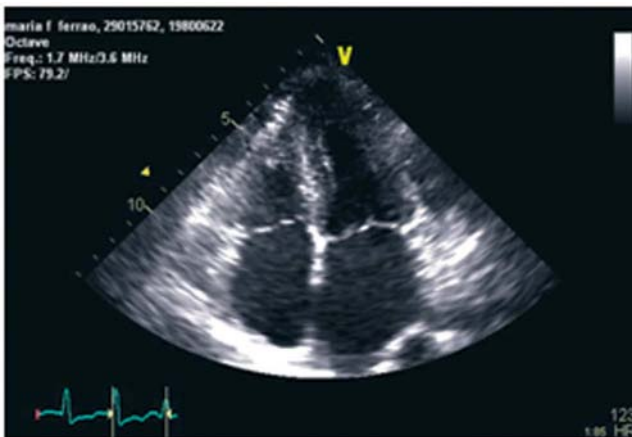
Ecocardiograma bidimensional em apical quatro câmaras. Dilatação da aurícula esquerda e hipertrofia do ventrículo esquerdo.
